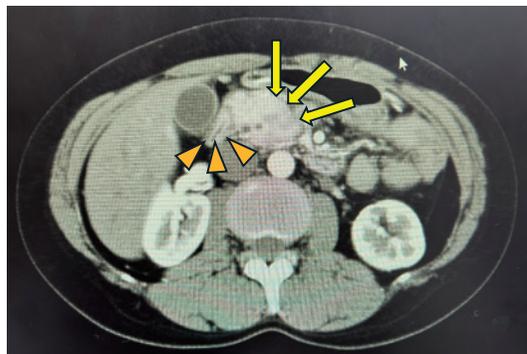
腹部 CT 所見：膵頭部に腫瘍（矢印）と十二指腸の壁肥厚（矢頭）を認める。
